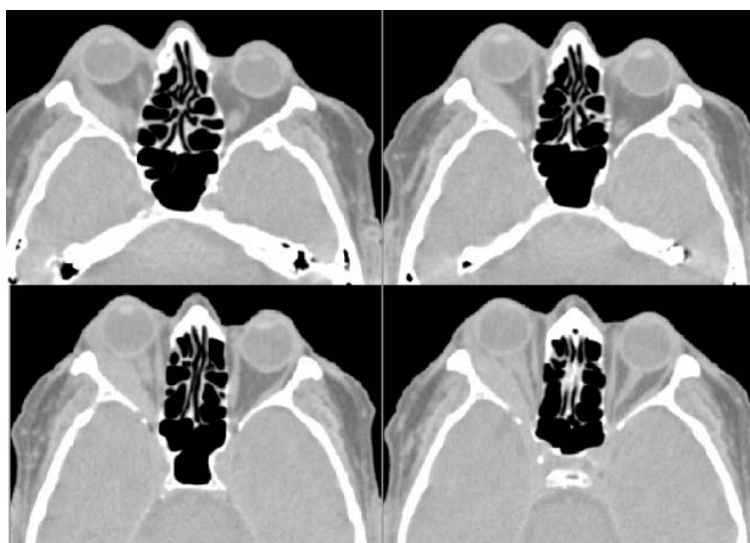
КТ орбит пациента с первичным идиопатическим миозитом (аксиальная проекция)
